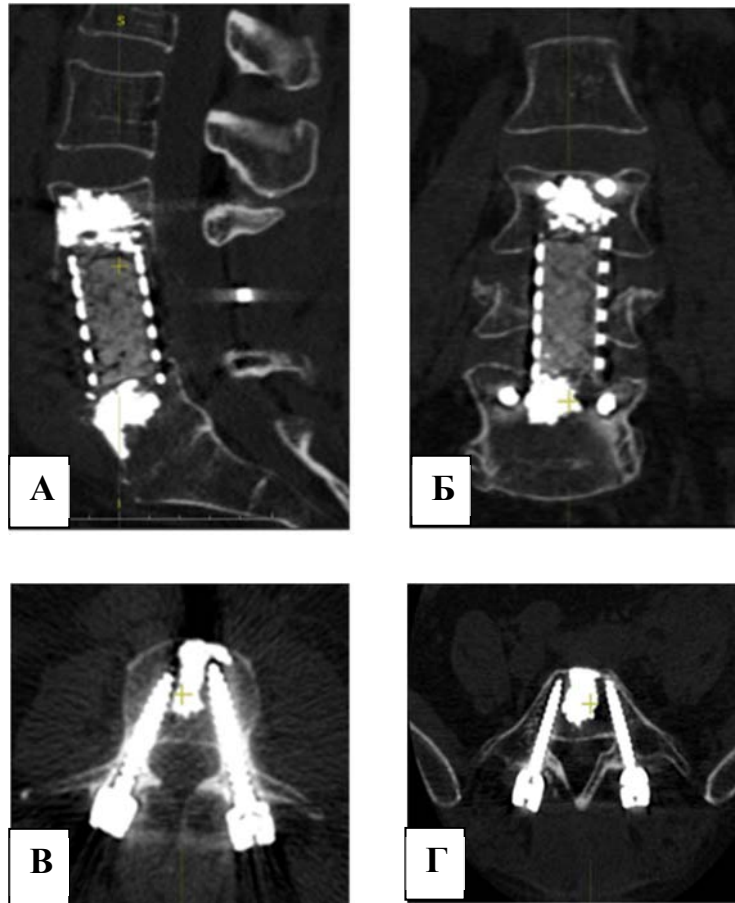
Результаты контрольных КТ после ревизионного вмешательства: КТ реконструкция в сагиттальной плоскости (А), во фронтальной плоскости (Б), в аксиальной плоскости на уровне винтов L3 (В), в аксиальной плоскости на уровне винтов L4 (Г)
